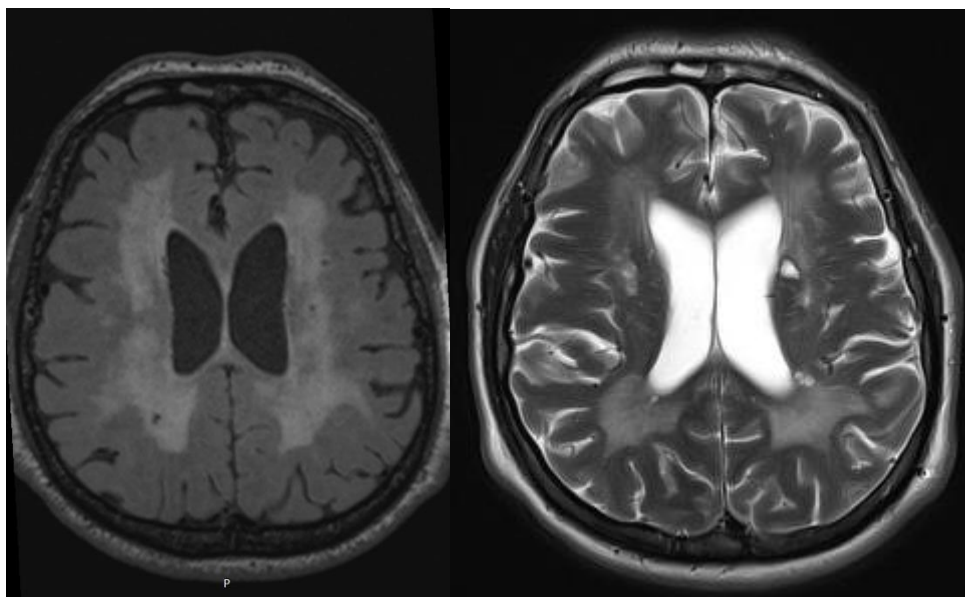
Больной П., 47 лет. МРТ FLAIR и T2, аксиальная проекция: диффузные симметричные зоны повышенной интенсивности сигнала перивентрикулярном и глубоком белом веществе (ГИБВ), а также лакуны вблизи стенки левого бокового желудочка.
